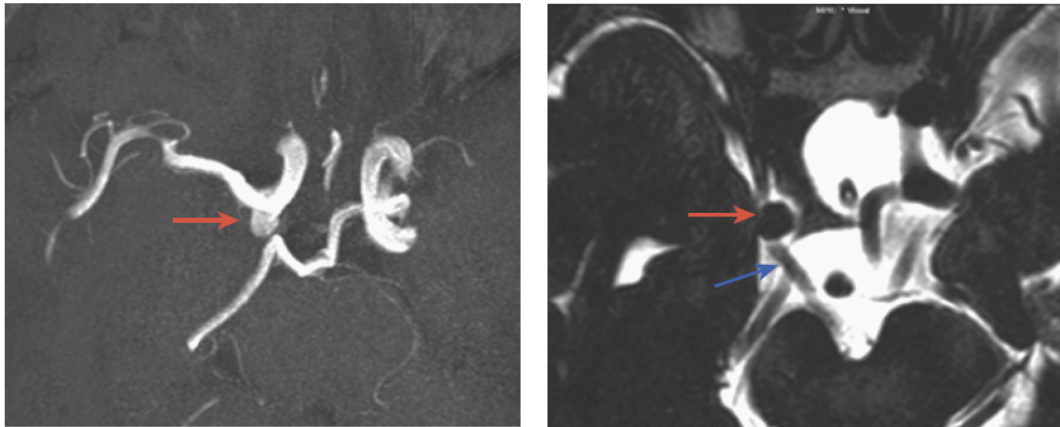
Angio-IRM cérébrale montrant un anévrysme de la communicante postérieure non rompu (image à gauche, flèche rouge), comprimant le nerf oculomoteur III droit visible en séquence IRM T2 (image à droite, flèche bleue). (D'après ⁽⁸⁾).
